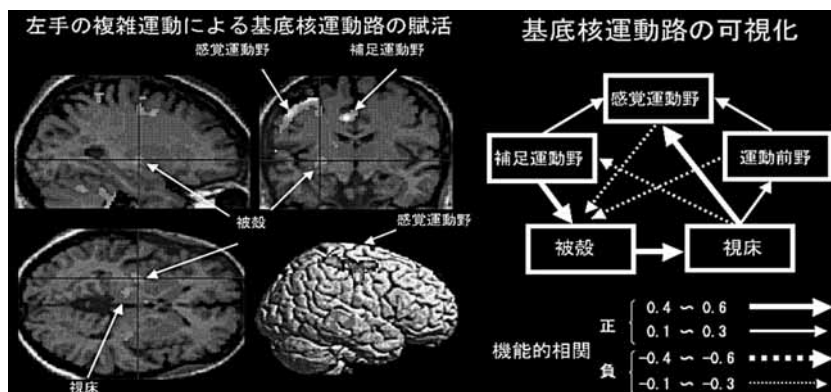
機能的MRIによる大脳基底核運動回路の可視化。随意運動をさせたときに活性化する脳部位を計測し（左）、ネットワーク解析により部位間の機能的連関を計算する（右）
